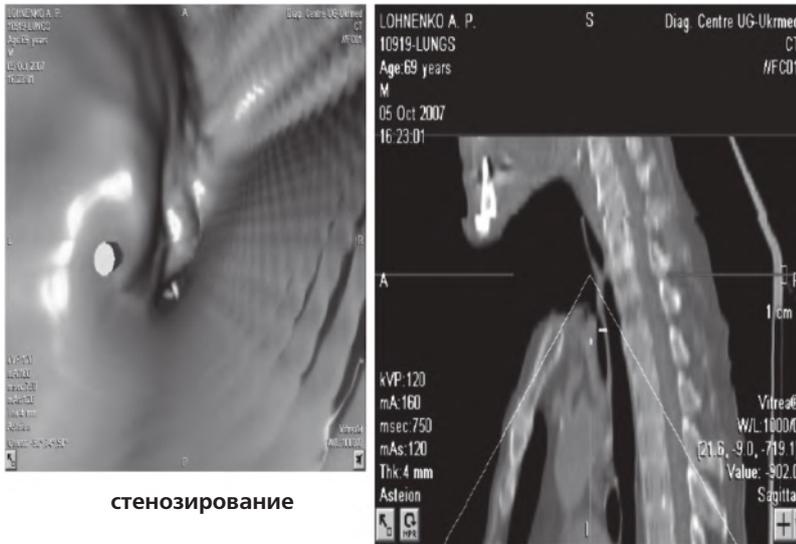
После лучевой терапии. Виртуальная КТ-эндоскопия. Обнаружено бугристое образование, которое суживает и деформирует просвет гортани. Индуриативный отек слизистой гортани (см. цветную вкладку).
